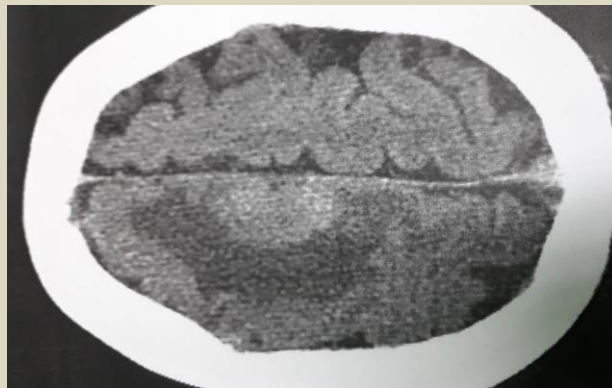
Meningeoma e vogël parasagitale 1/3 e mesme a- CT Native
